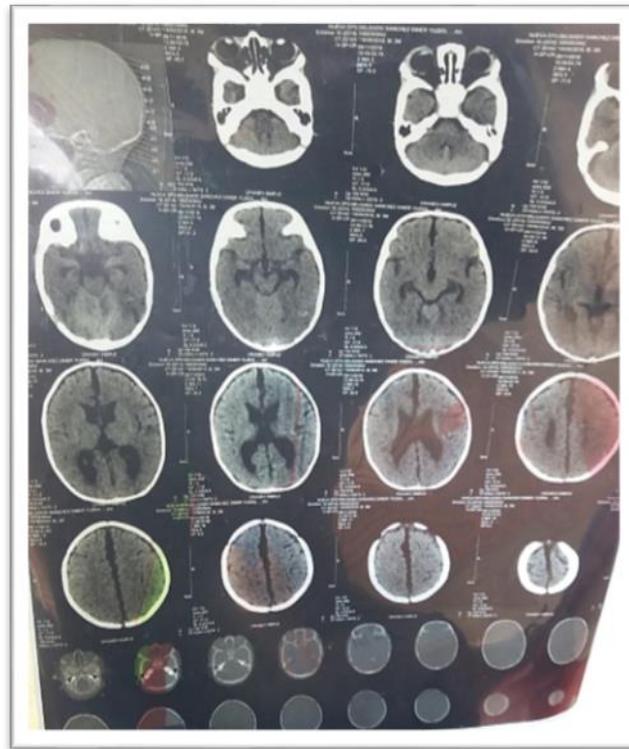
TAC de cráneo simple, tomado el 15 mayo 2017
